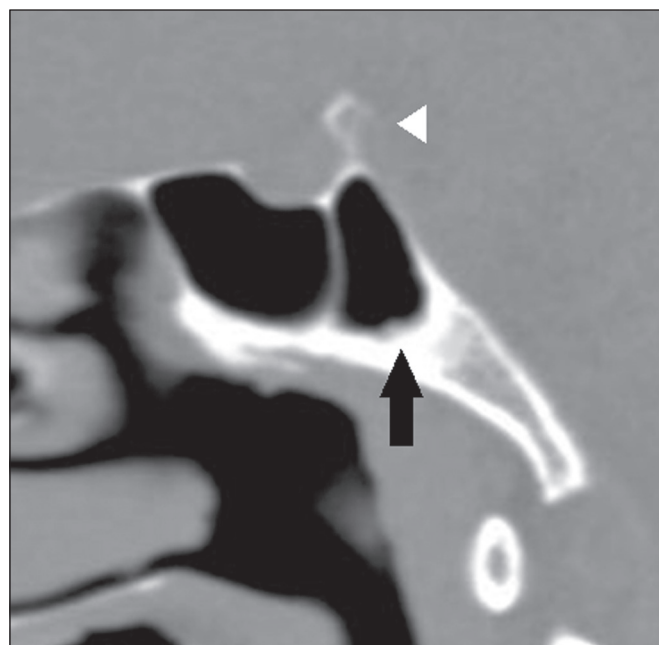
TC, janela óssea, corte sagital. Notar a pneumatização do seio esfenoidal estendendo-se inferior e posterior à sela turca (seta preta), configurando a variante selar. Dorso da sela turca (cabeça de seta branca).
